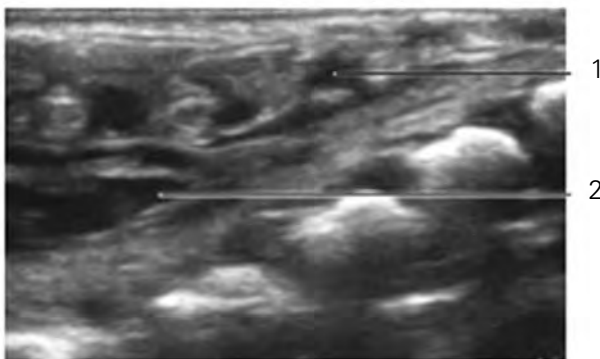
Coupe échographique longitudinale de la région sacrée. On distingue les apophyses épineuses (1) et le cul sac dural (2).
